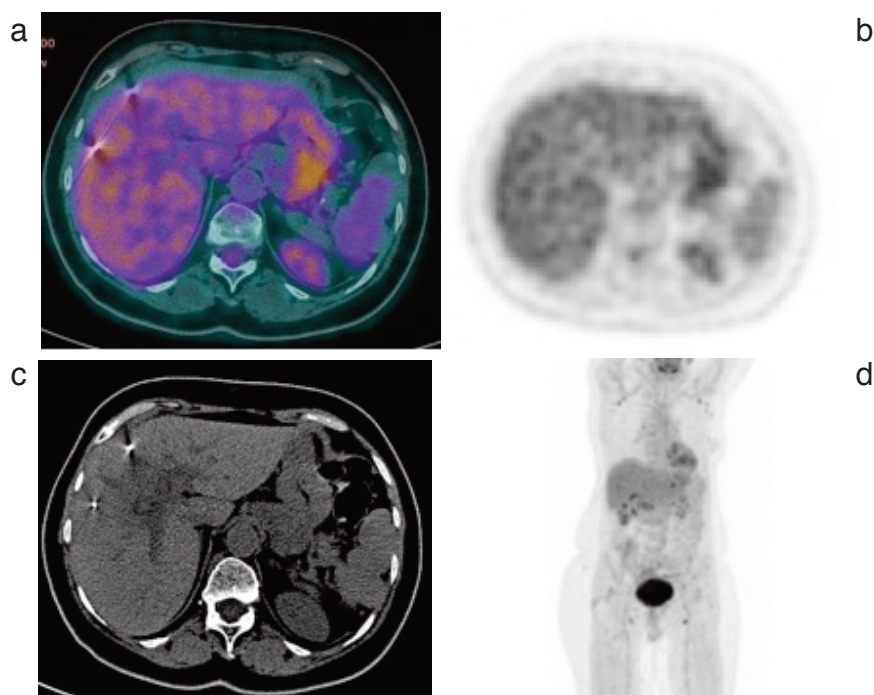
ПЭТ/КТ с <sup>18</sup>F-ФДГ (16.06.2020). Определяются рентген-контрастные метки в печени, используемые при протонной терапии с синхронизацией с дыханием, в правой доле гиподенсная зона размером около 6,5 см без видимого повышенного накопления РФП. Состояние после протонной терапии опухолевого очага правой доли печени. Очагов патологической гиперфиксации РФП и патологических образований в легких/средостении не выявлено. а – ПЭТ/КТ-изображение; б – ПЭТ-изображение; в – КТ изображение; д – корональное ПЭТ-изображение
